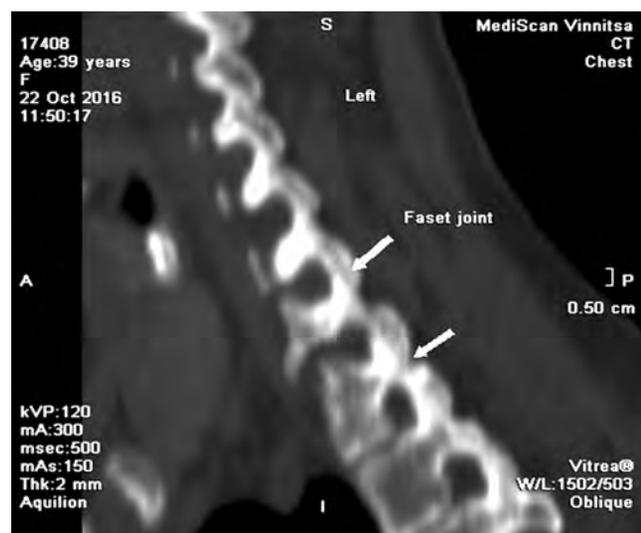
Комп'ютерна томограма. Звуження міжхребцевих щілин
